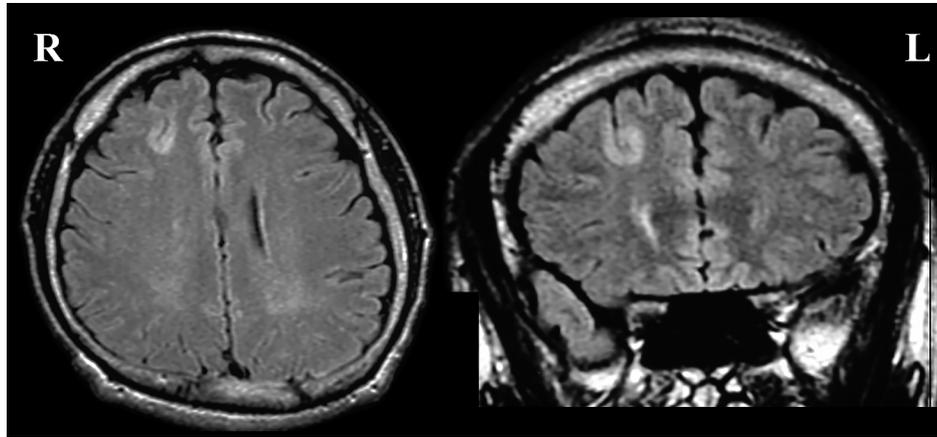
Axial and coronal views of FLAIR images.
